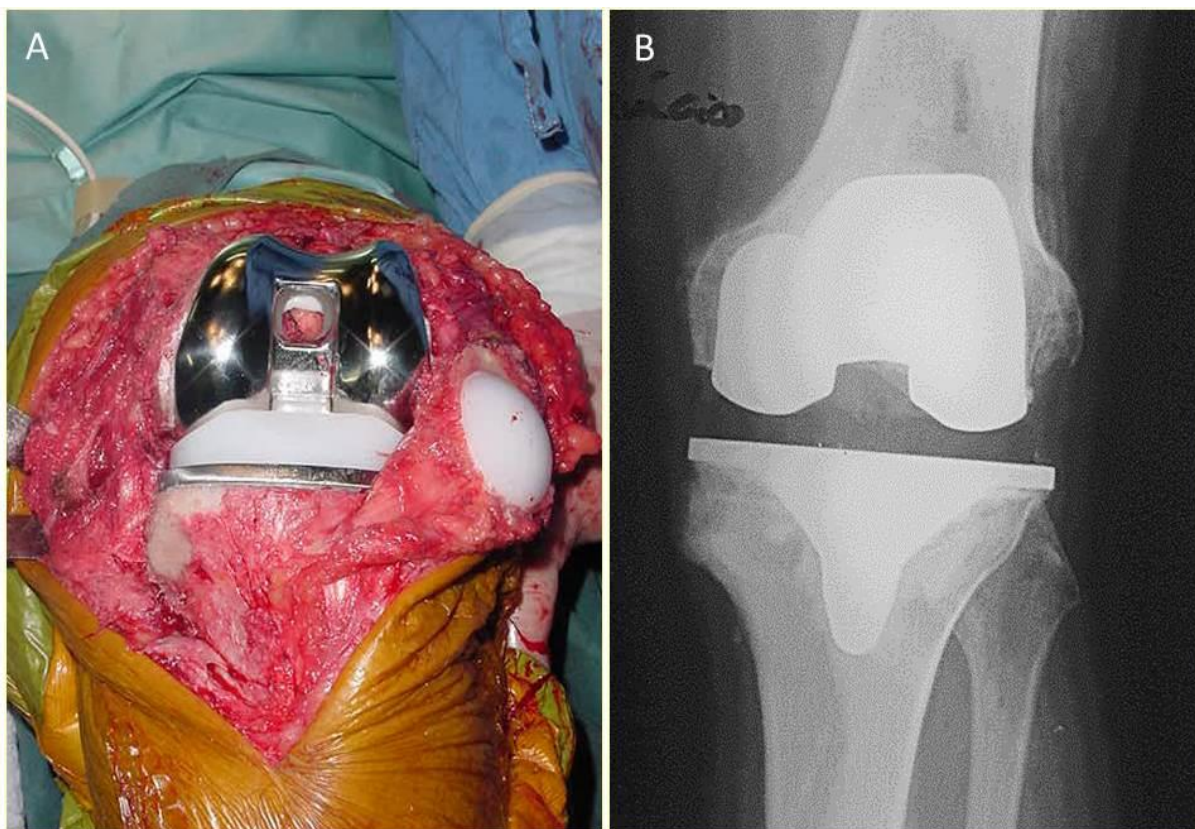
Artroplastia total do joelho. (A) Imagem intraoperatória mostrando a prótese implantada em substituição à articulação do joelho. (B) Radiografia em anteroposterior de pós-operatório de ATJ. Arquivo pessoal.
